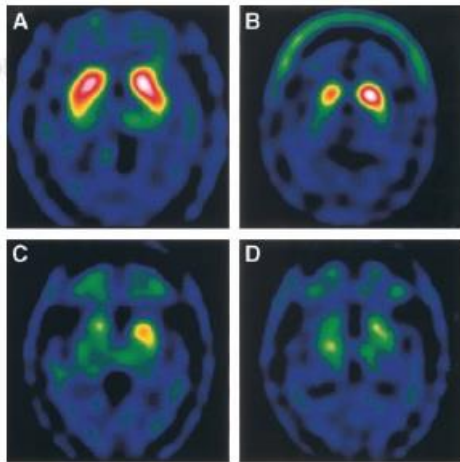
Imagens de SPECT com 1-TRODAT-99mTc em 4 indivíduos. (A) indivíduo saudável. (B) Mulher de 63 anos com Doença de Parkinson na fase I (C) Mulher de 62 anos com Doença de Parkinson fase III. (D) Homem de 63 anos com Doença de Parkinson de fase V. Adaptado da referência (39).
